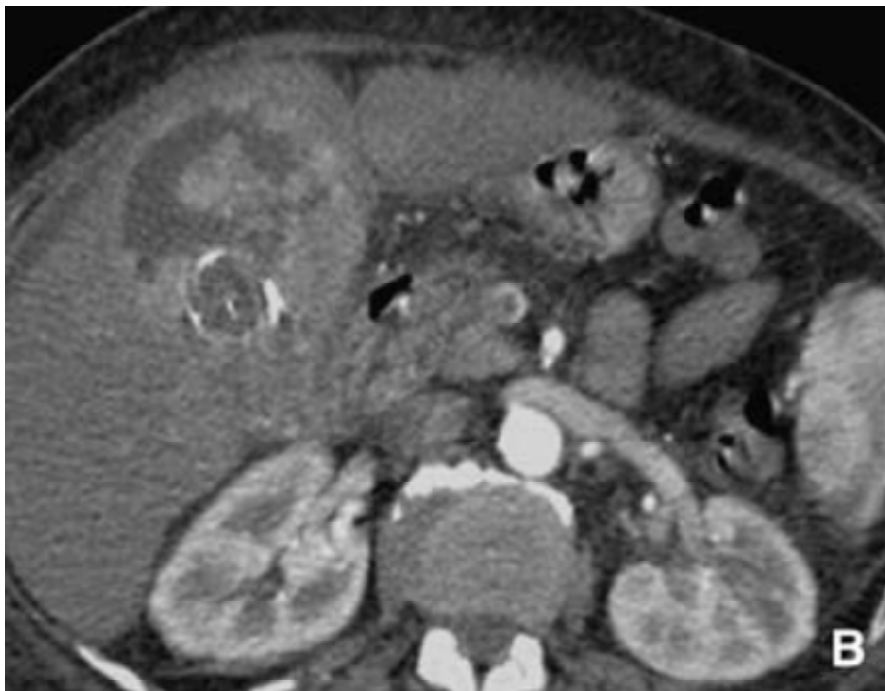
Deux coupes TDM sans (A) et après injection de produit de contraste au temps artériel (B) montrant un adénocarcinome de la vésicule biliaire [72].
